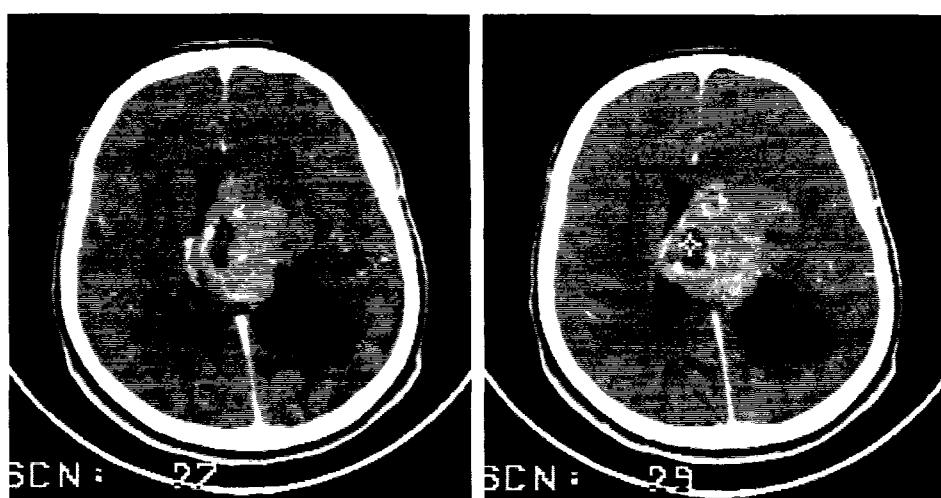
3B. 7a, 3. 3B. 7b. Aspect CT de ependimom supratentorial.
